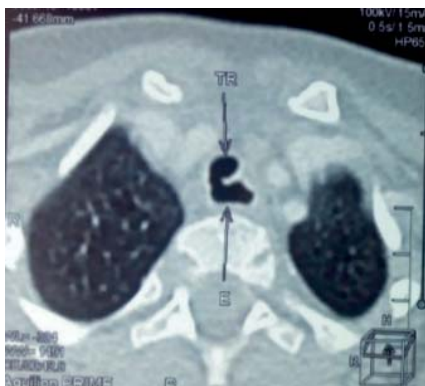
Tabloul CT al fistulei traheoesofagiene
